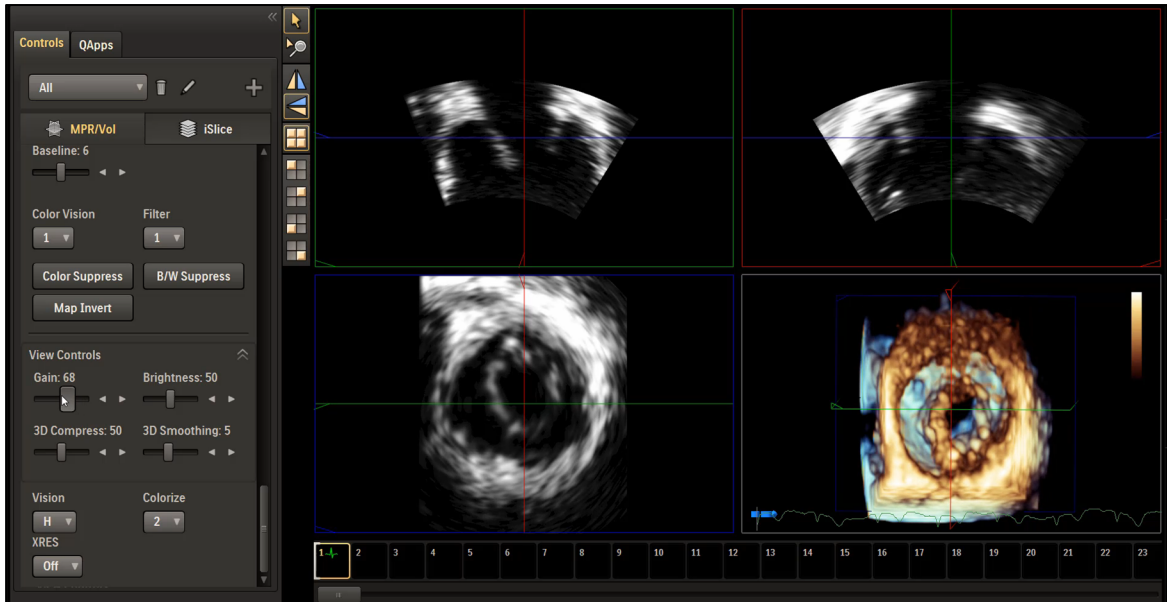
Interface de la plateforme QLAB de la compagnie Philips avec paramètres de visualisation d'échographies 3D
